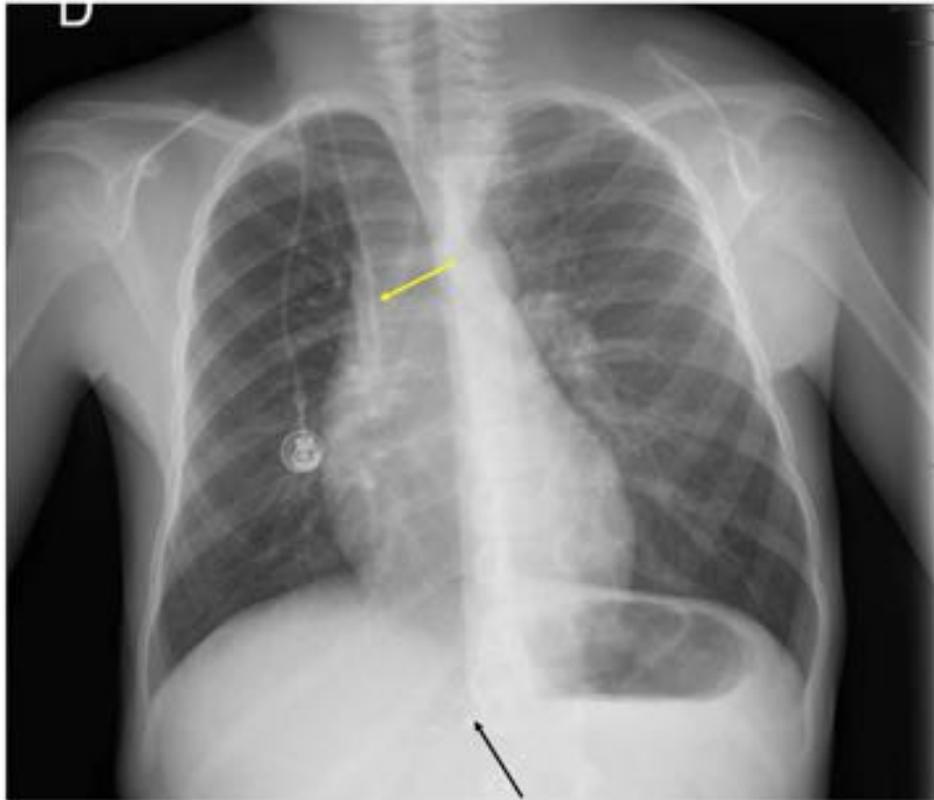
En una radiografía PA de tórax de control de otro paciente intervenido de rabdomiosarcoma retroperitoneal, en la que no hay alteraciones radiológicas sinificativas, se identifican unas imágenes lineales milimétricas de densidad metal, de localización paravertebral derecha a nivel de D12 en relación con clips quirúrgicos por la intervención previa (flecha negra). Reservorio subcutáneo (flecha amarilla).
